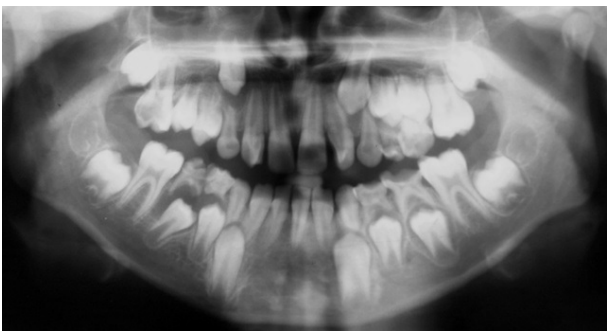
Panoramic radiograph shows mixed dentition of our patient.
